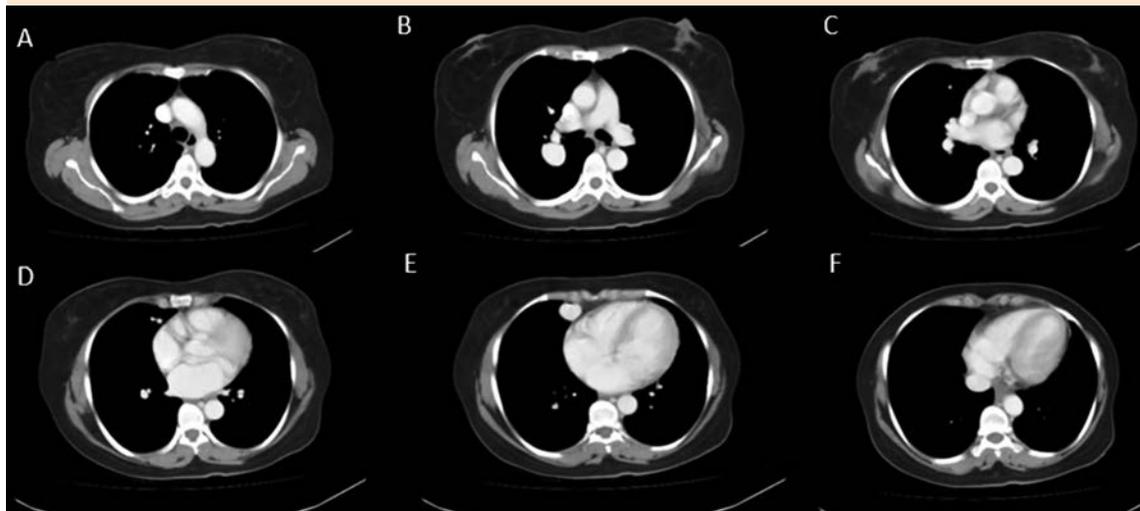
Tomografía de tórax con contraste, cortes transversales. Lesión de aspecto vascular localizado en el segmento posterior del lóbulo superior de 23 x 28 mm.
